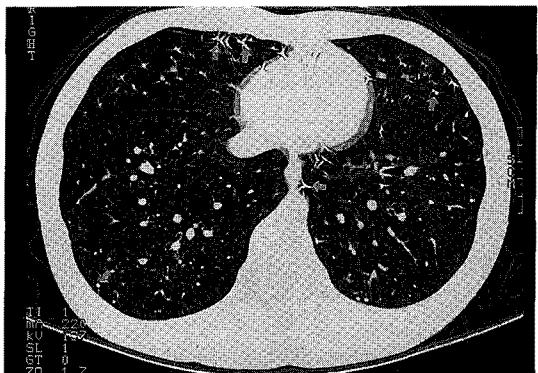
High resolution computed tomography of lower lung shows numerous micronodular opacities which show beam hardening artifact and are located predominantly in subpleural area.(arrow)
